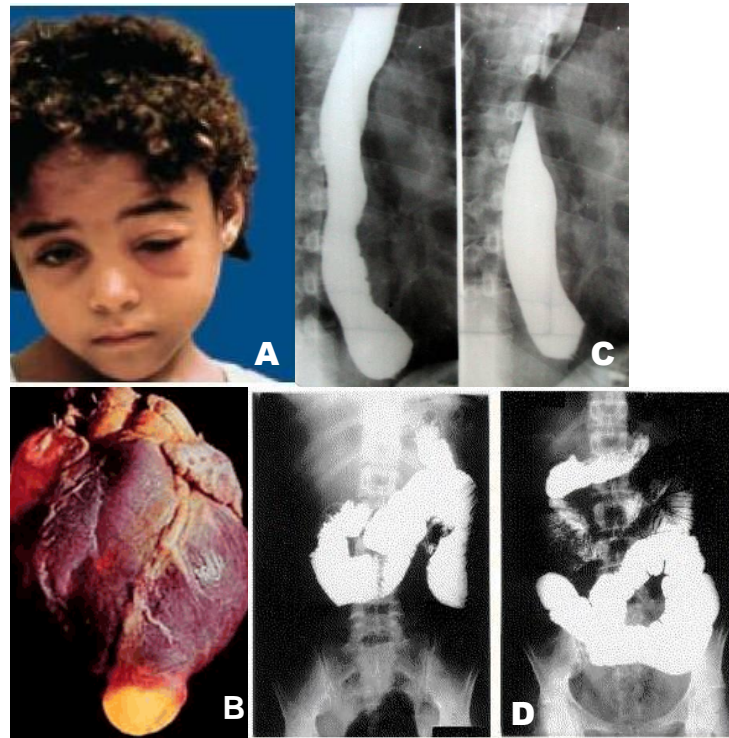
Principales manifestaciones de la enfermedad de Chagas. A) Muestra edema unilateral denominado signo de Romaña; B) Aneurisma apical de ventrículo izquierdo secundario a cardiopatía chagásica; C) Dos radiografías con presencia de megaesófago y D) Dos radiografías con presencia de megaduodeno (izquierda inferior) y megayeyuno (derecha inferior).
